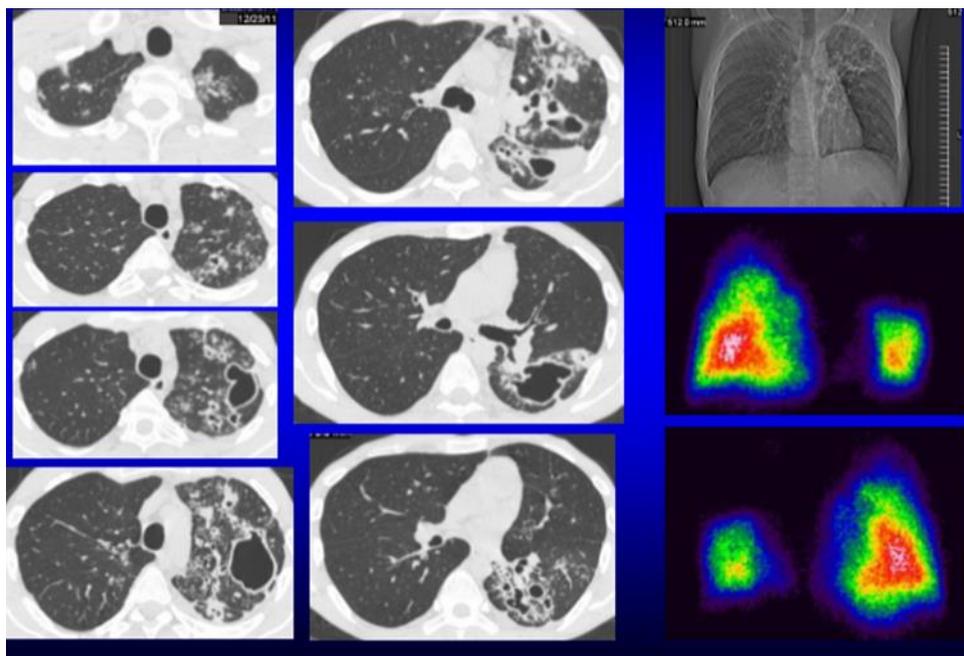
сцинтиграфия органов грудной клетки у больного туберкулезом (из личного архива проф. Перфильева А.В.)
